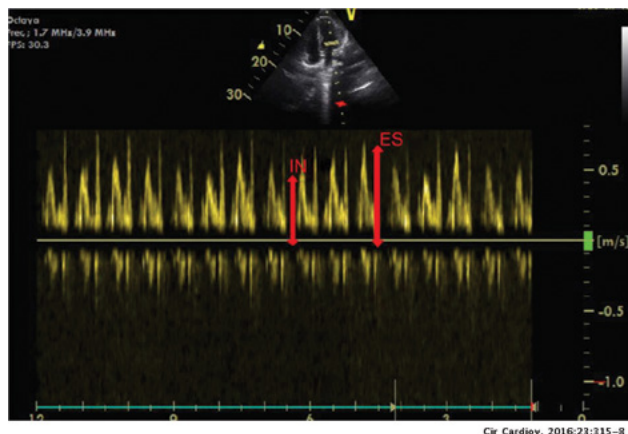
Flujo Doppler transmitral con variaciones respiratorias significativas, típicas de taponamiento cardiaco.
